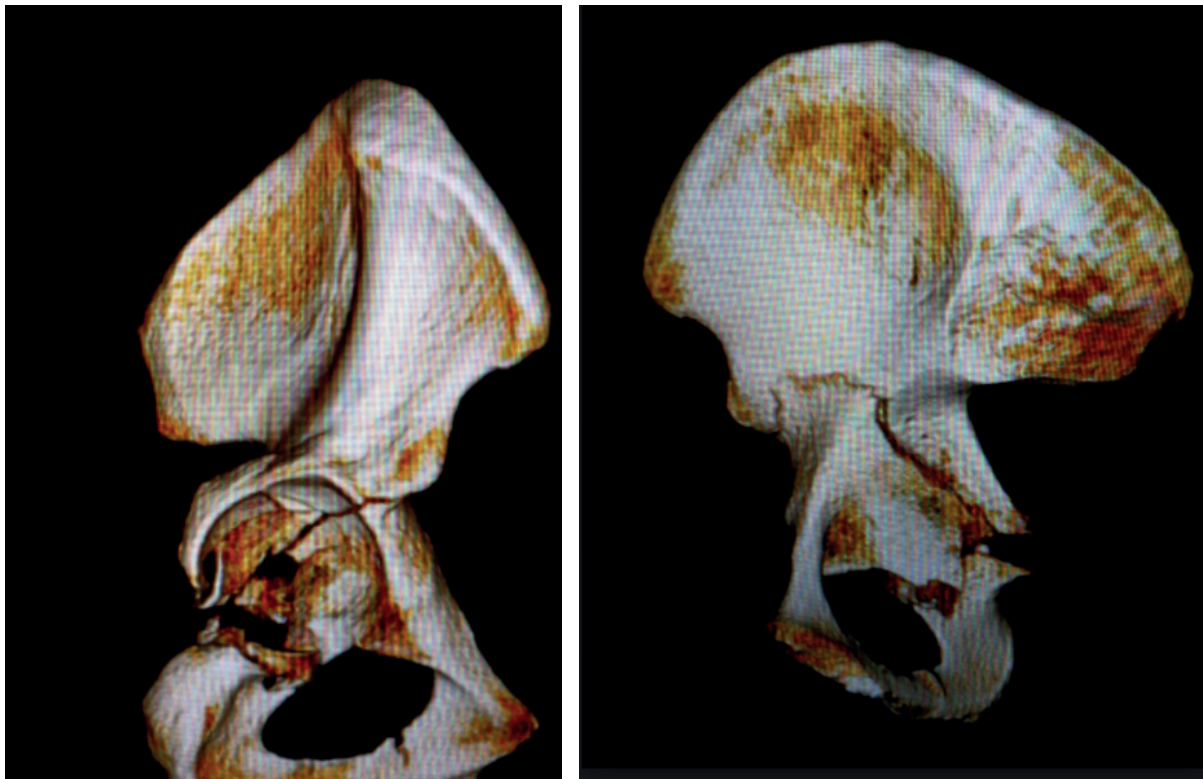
Imágenes de radiografía simple y tomografía computarizada de fractura de acetábulo compleja: columna anterior y posterior.
